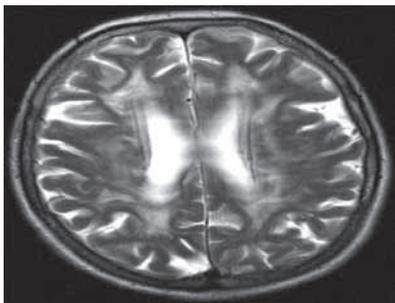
Данные МРТ головного мозга
